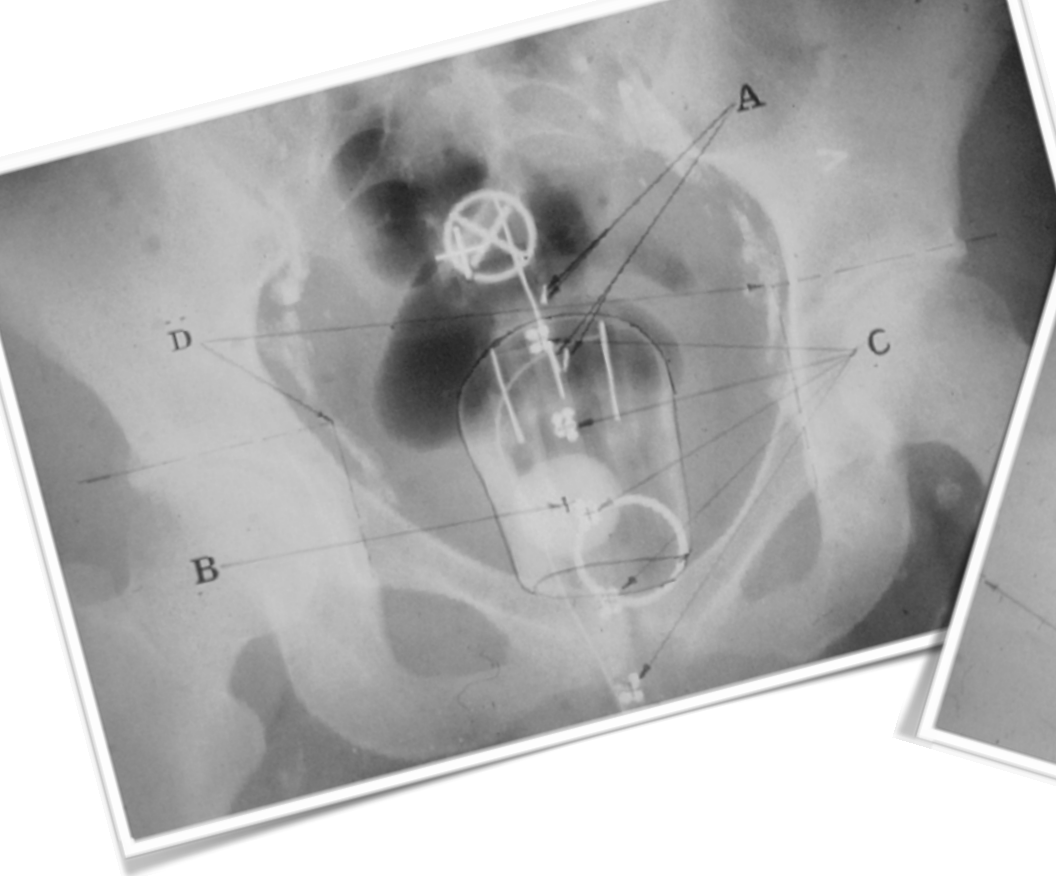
Localisation des sources à partir de coupes tomographiques.
